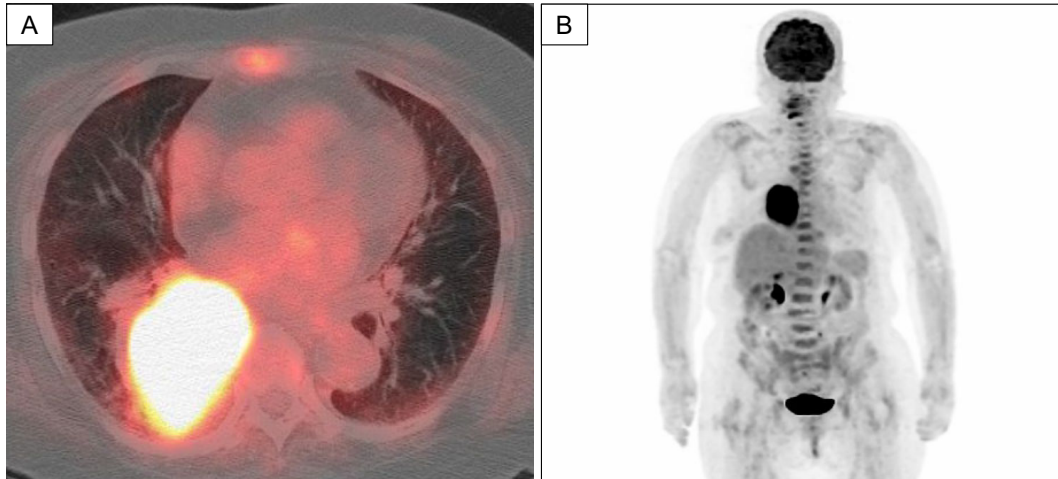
Findings of 18-fluorodeoxyglucose-positron emission tomography (FDG-PET). (A) FDG-PET showed an elevated uptake in the mass in the right lower lobe. (B) FDG-PET also showed a diffuse uptake in the bones as a whole.
